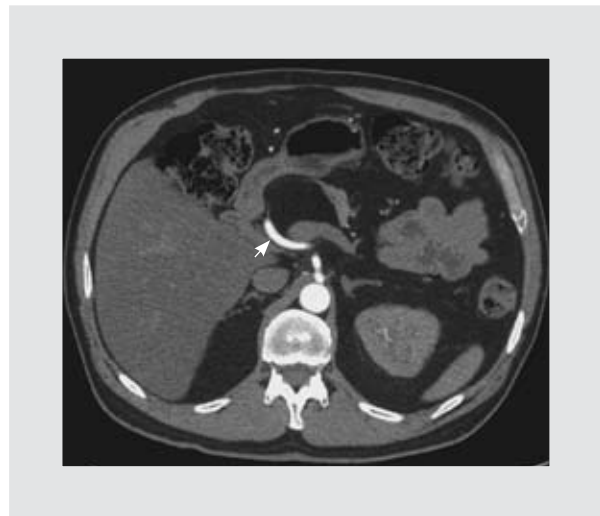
Corte axial de TC en fase arterial. No se observan tabicaciones en la lesión pancreática; se muestra el desplazamiento de la arteria hepática (flecha) y la localización intralesional de la vena esplénica y el sitio de confluencia con la vena mesentérica superior.
